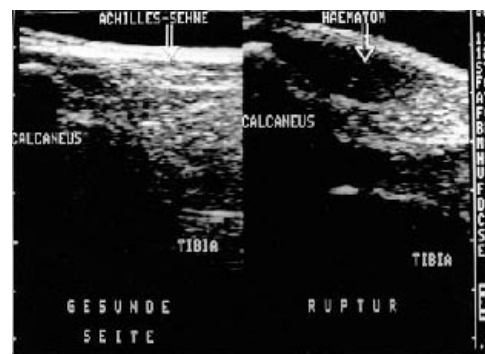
Seitenvergleichende Sonographie mit Hämatom auf der rupturierten Seite
